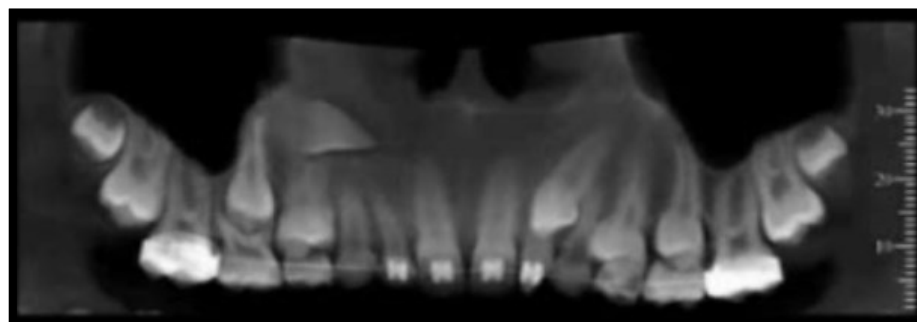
Caninos impactados. Imágenes digitales y en 3D Tomografía Volumétrica Cone Beam.⁸
